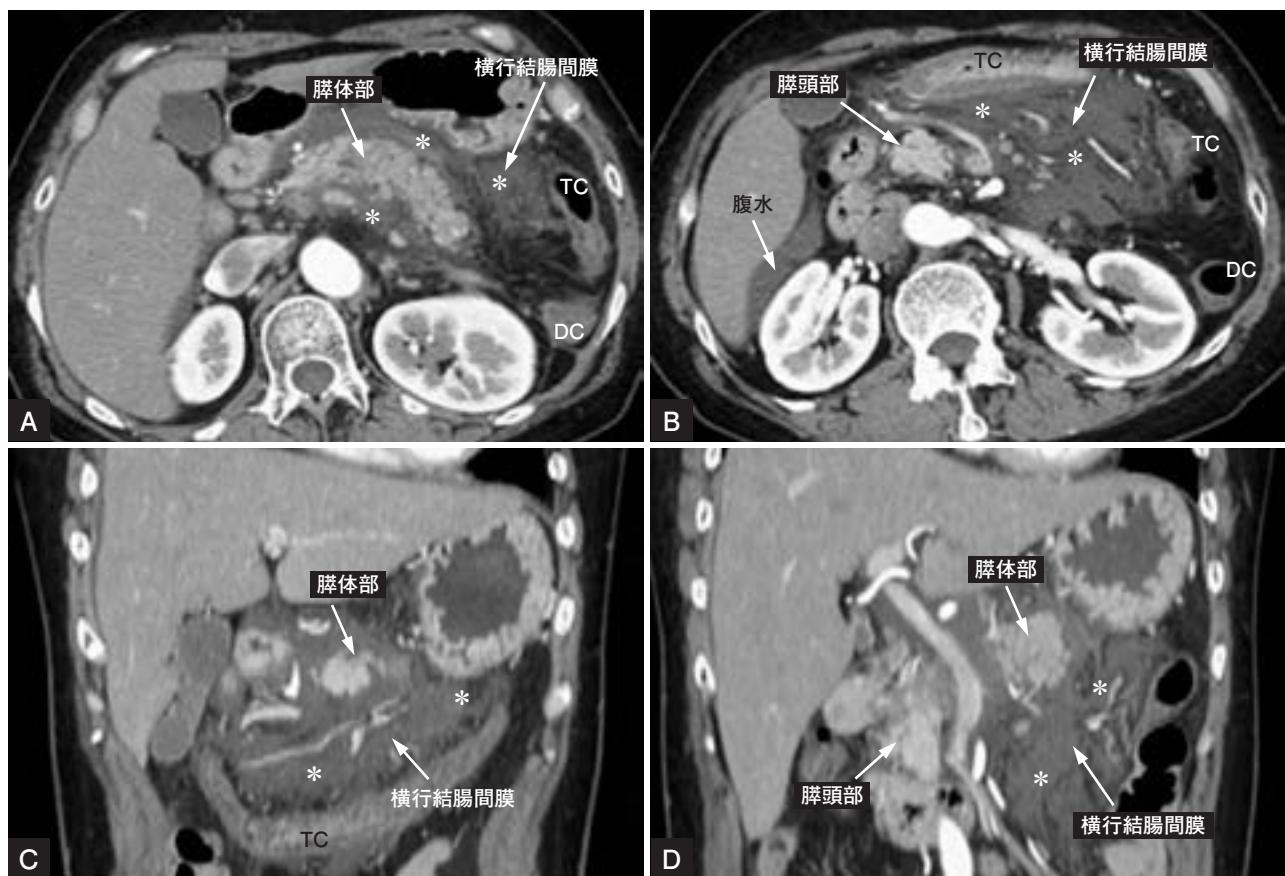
間質性浮腫性膵炎（CT Grade 1）（発症2日後）
